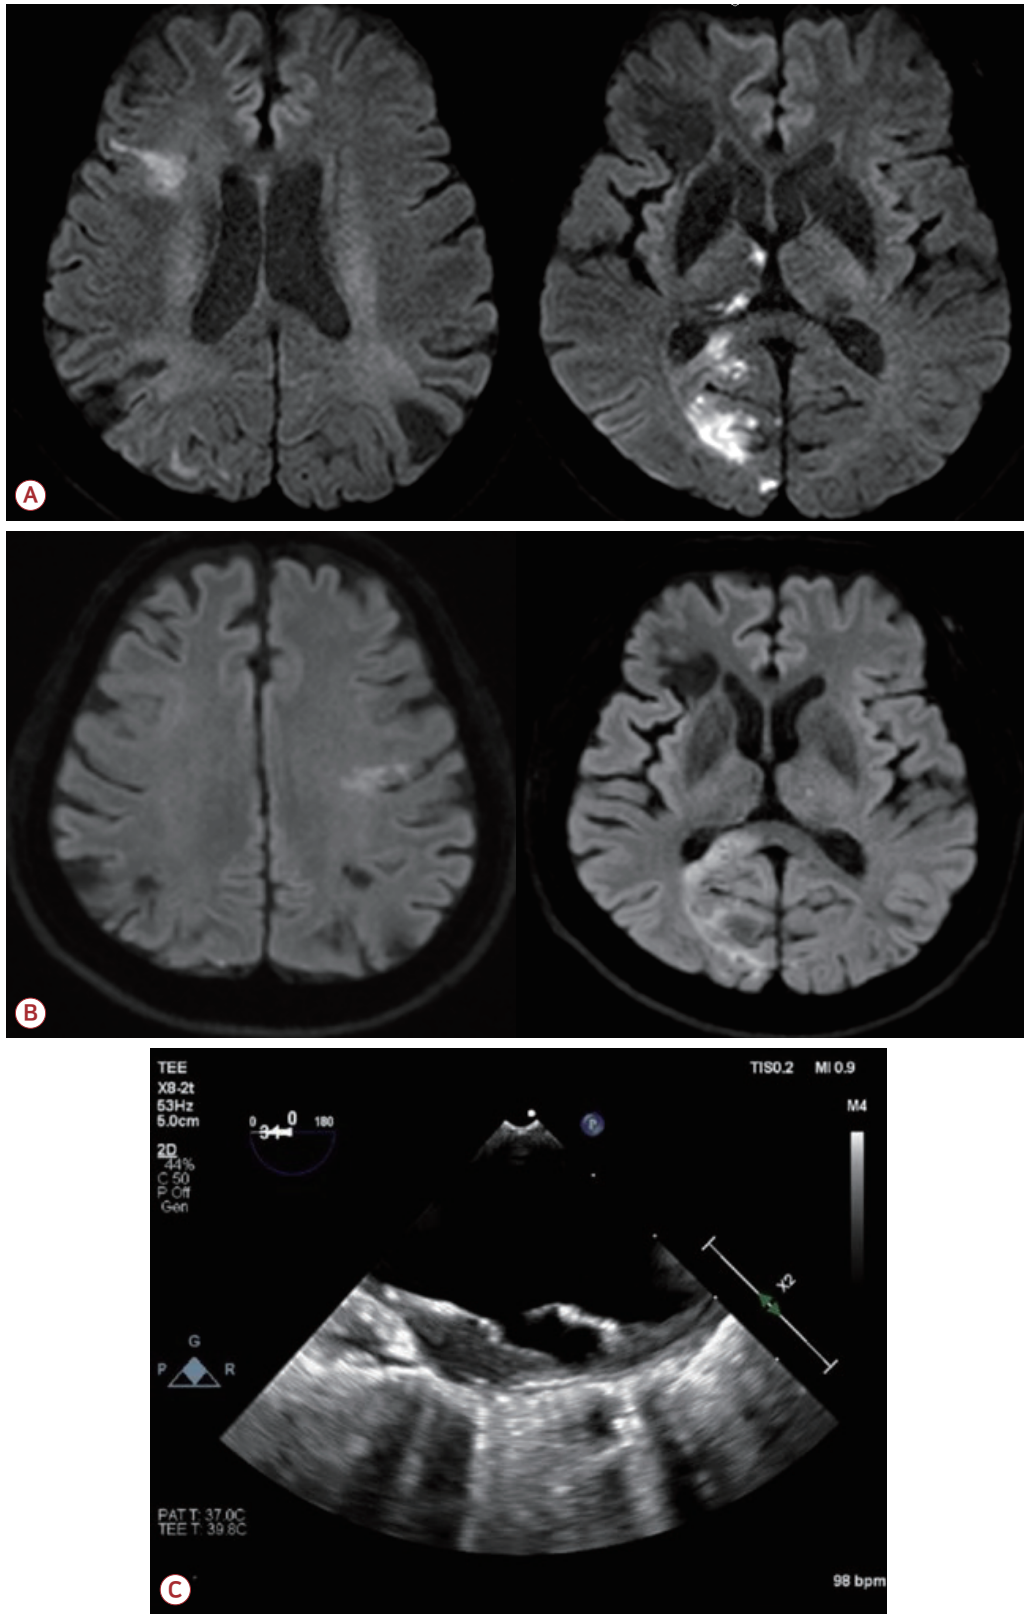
(A) Two-month follow-up brain MRI showing recurrent cerebral infarction of right PCA and right MCA territories. (B) Subsequent brain MRI showing new infarctions in the left MCA and right PCA territories. (C) TEE revealing a 7 mm mobile ulcerative plaque at the greater curvature of the aortic arch. MRI; magnetic resonance imaging, PCA; posterior cerebral artery, MCA; middle cerebral artery, TEE; transe-sophageal echocardiography.
